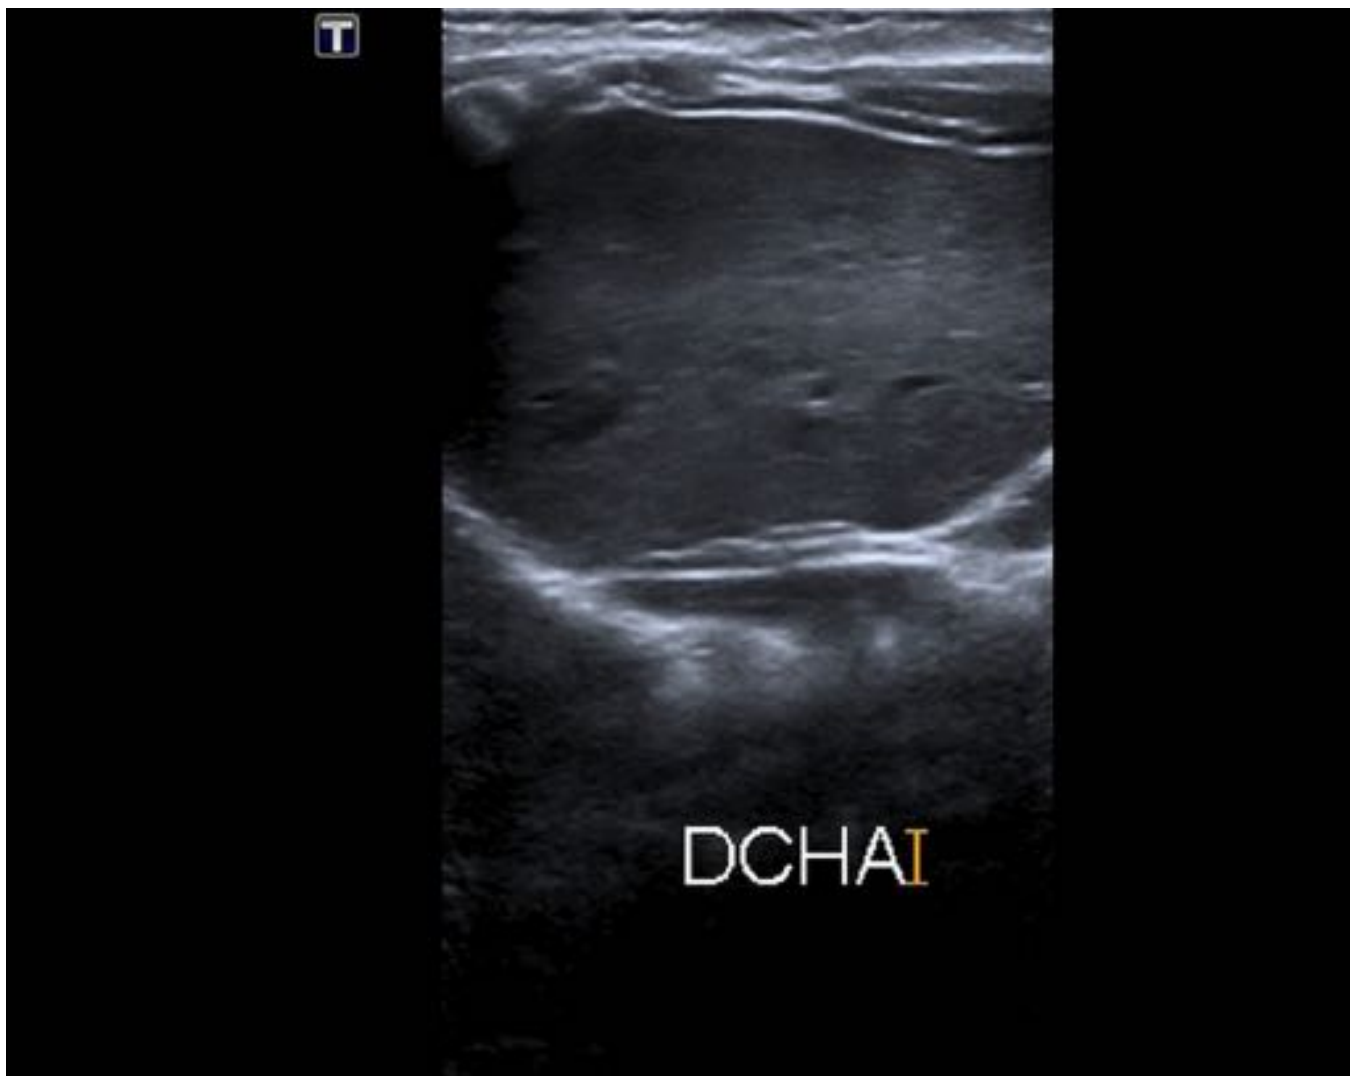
Niña de 2 meses con diagnóstico prenatal de agenesia renal derecha. En la ecografía a los 2 meses de vida se confirma la ausencia de riñón derecho en su fosa y en el resto de la cavidad abdómino-pélvica.
